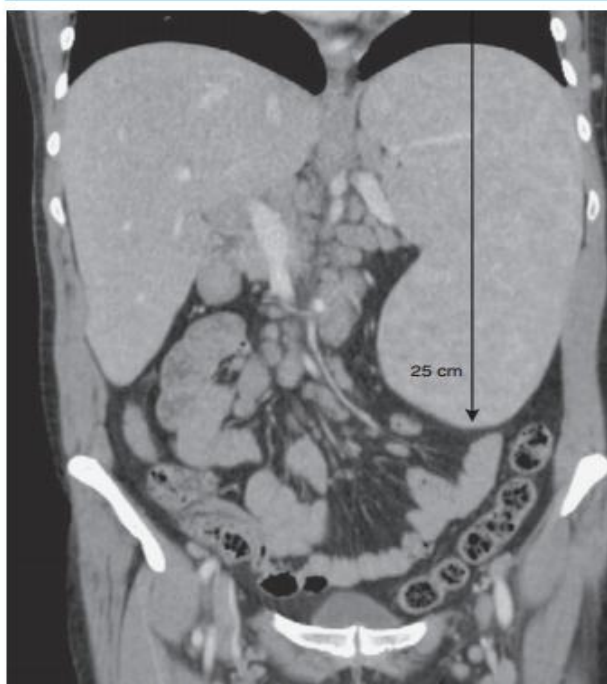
Esplenomegalia detectada en la tomografía computarizada (TC).
